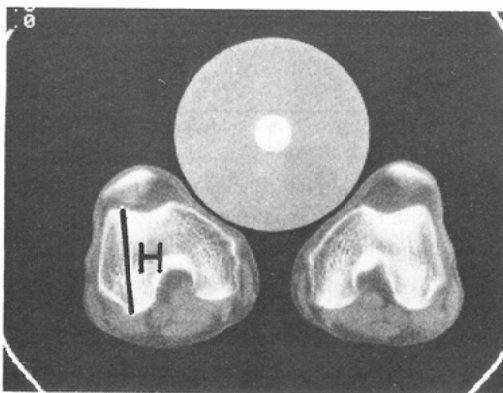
(b) A part of Fig. 7(a) including the phantom. The CT-value of acrylic acid resin CT(A) was obtained by the way described in Fig. 2(b). The CT-value of the 50g/100ml K₂HPO₄ solution CT(K50) was obtained as the mean CT-value of ROI K on the CRT of the CT-scanner.
